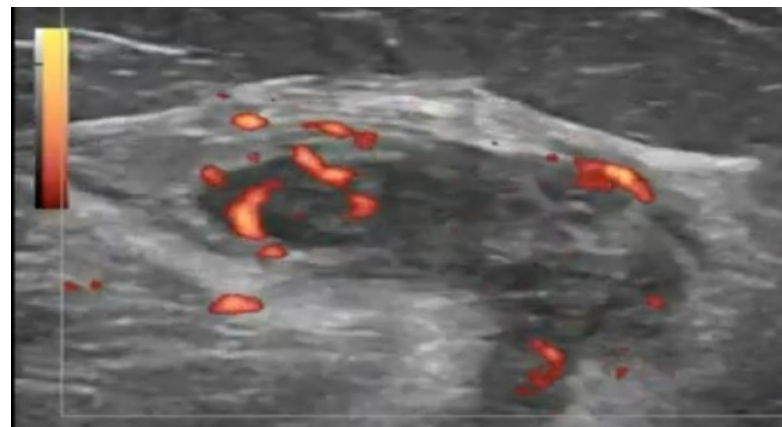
Doppler Color en Quiste de Baker que muestra inflamación de tejido periquístico.
